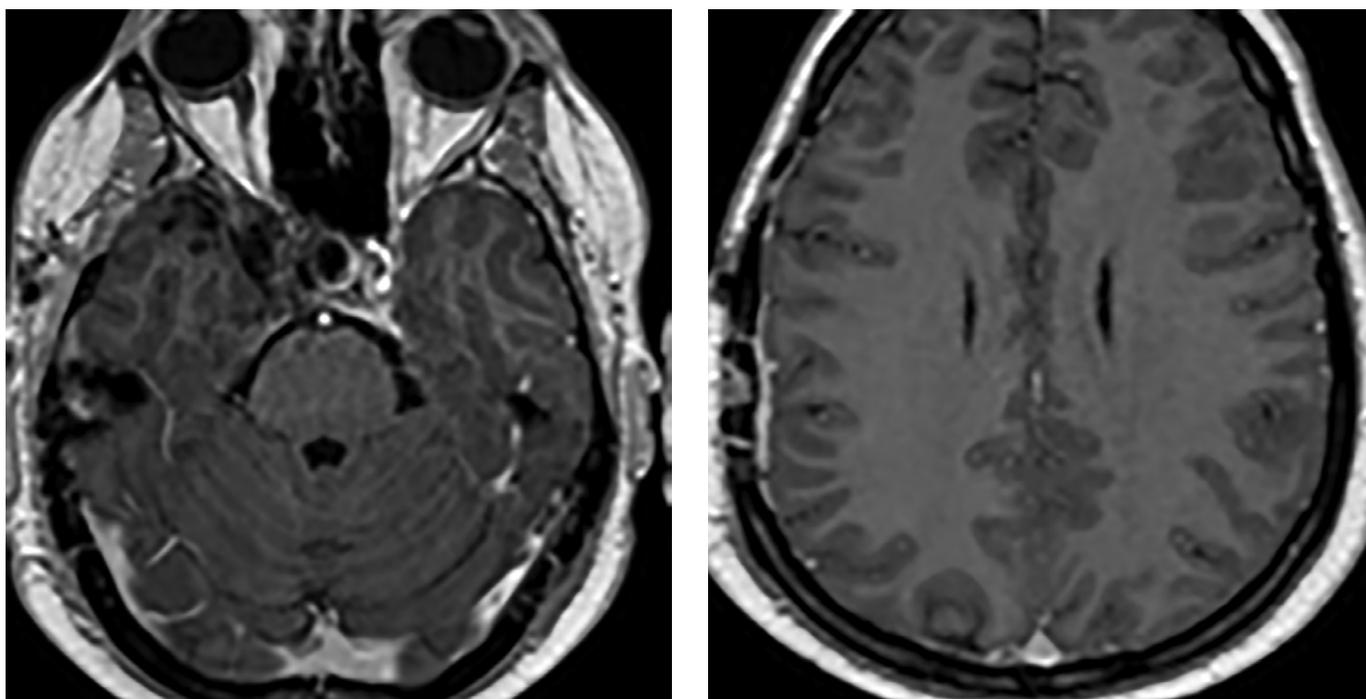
МРТ (январь 2016 г.) — данных за рецидив опухоли не выявлено.
